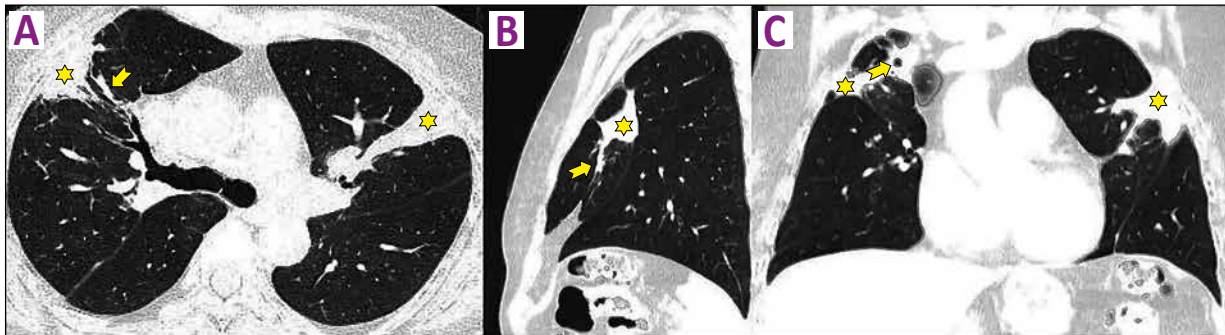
Tomografía de tórax, vista axial (A), sagital (B) y coronal (C). Disminución del tamaño de las consolidaciones y desarrollo de cambios cicatriciales tras 12 meses de tratamiento.
